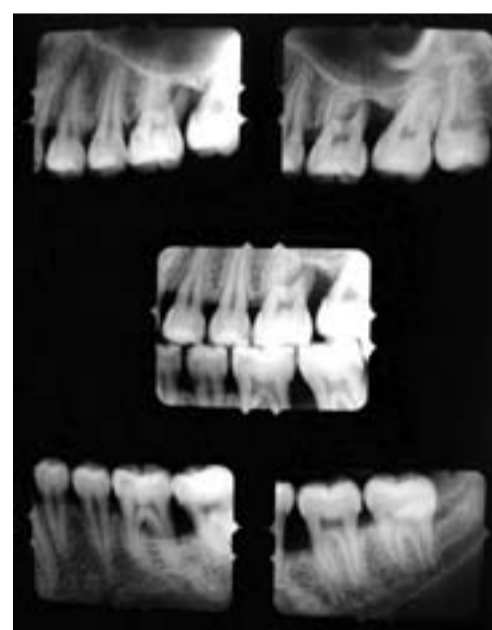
Röntgenstatus der linken Seite: Parodontaldestruktion im Bereich aller ersten Molaren.
